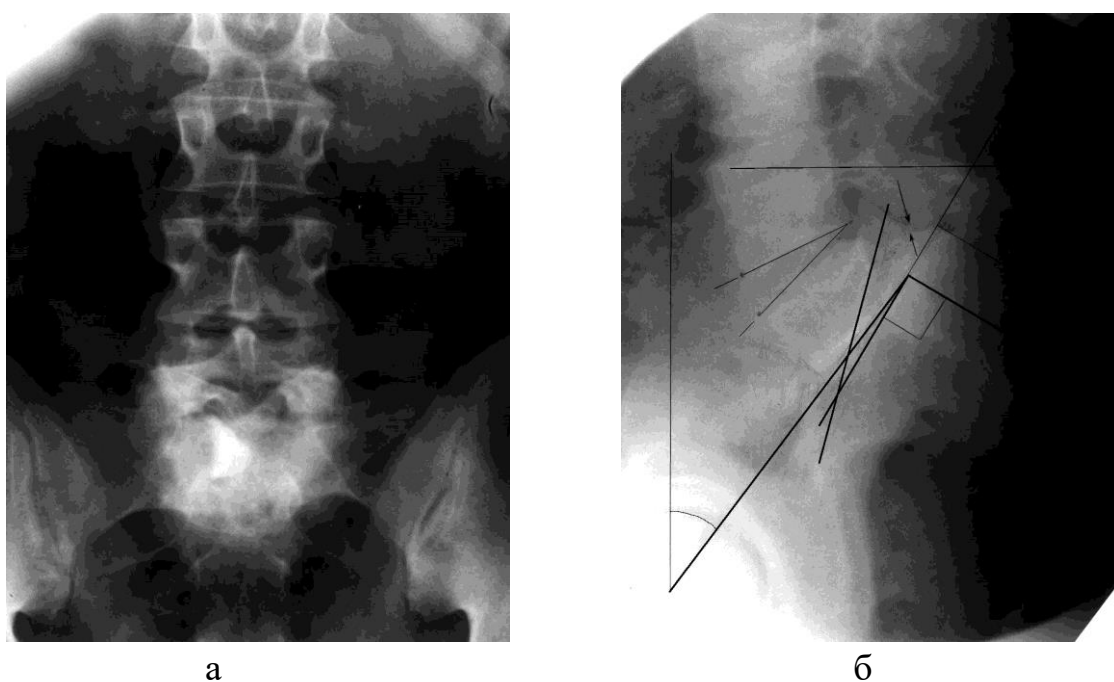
Рентгенограммы больной Собченко Д.Т. (и.б. №33299). Типичный диспластический спондилолизный стенозирующий спондилолистез.
